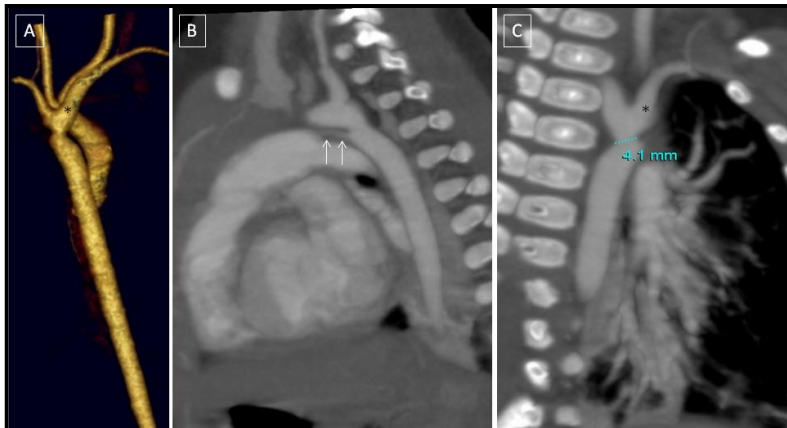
Imagen al diagnóstico de CoA, ASIA, con divertículo de Kommerell. Paciente de 2 meses de vida con clínica compatible con CoA, que se confirma mediante TC. También se observó una ASIA, con divertículo de Kommerell que se muestra como una dilatación de la porción proximal de la subclavia y calibre similar al arco Ao (*). DAP filiforme (flechas).
